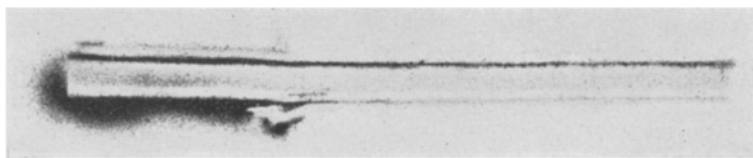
Radioautogramm eines Fichtenästchens, Längsschnitt, 4 \times vergr. (Röntgenfilm, 5 Tage Expositionszeit).
